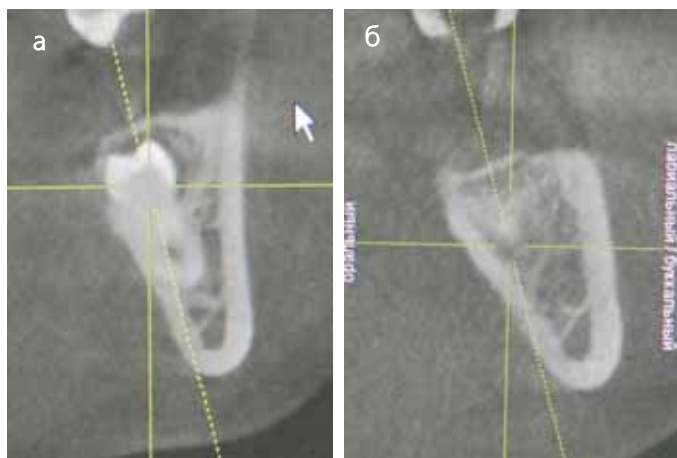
Компьютерная томограмма зоны 38 зуба до (а) и после (б) удаления с заполнением дефекта челюсти "Gamalant™-паста-ФОРТЕ Плюс"
